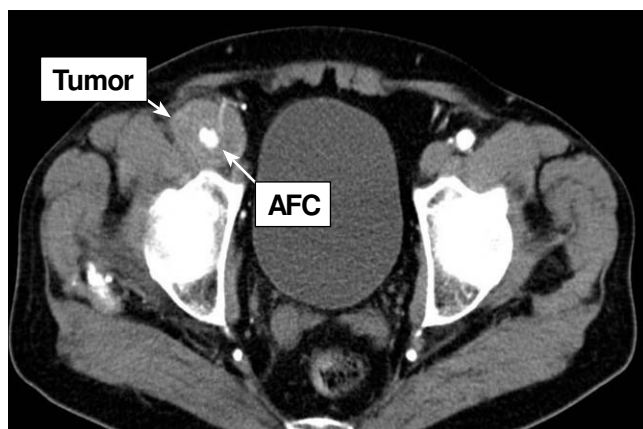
Angio-tomografía axial computarizada que evidencia la tumoración periarterial localizada a nivel de la arteria femoral común (AFC) derecha.
